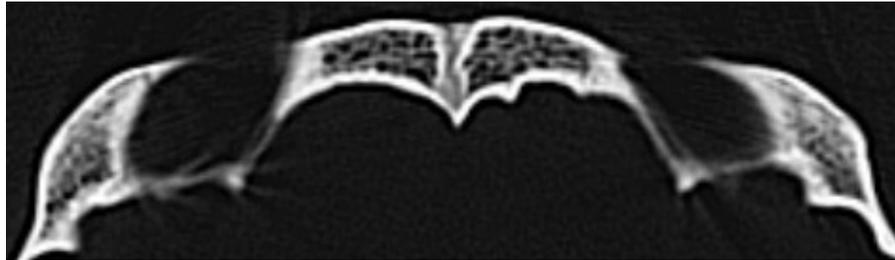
CT vom Schädel von Bernhardt Albrecht Meckel. Stirnnaht in der axialen Ebene.
